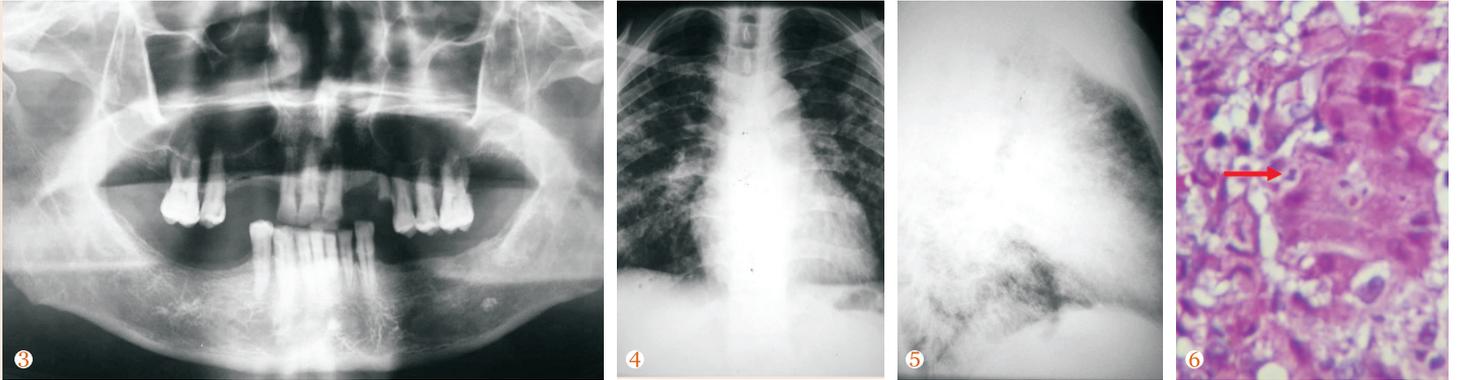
Perda óssea acentuada na região de pré-molar e molares superiores esquerdos. Figura 4 - Radiografia pósterio-anterior de tórax mostrando envolvimento pulmonar. Figura 5 - Perfil de tórax mostrando lesões pulmonares com padrão infiltrativo e fibroso. Figura 6 - Célula gigante multinucleada com o fungo *Paracoccidioides brasiliensis* em seu interior.
